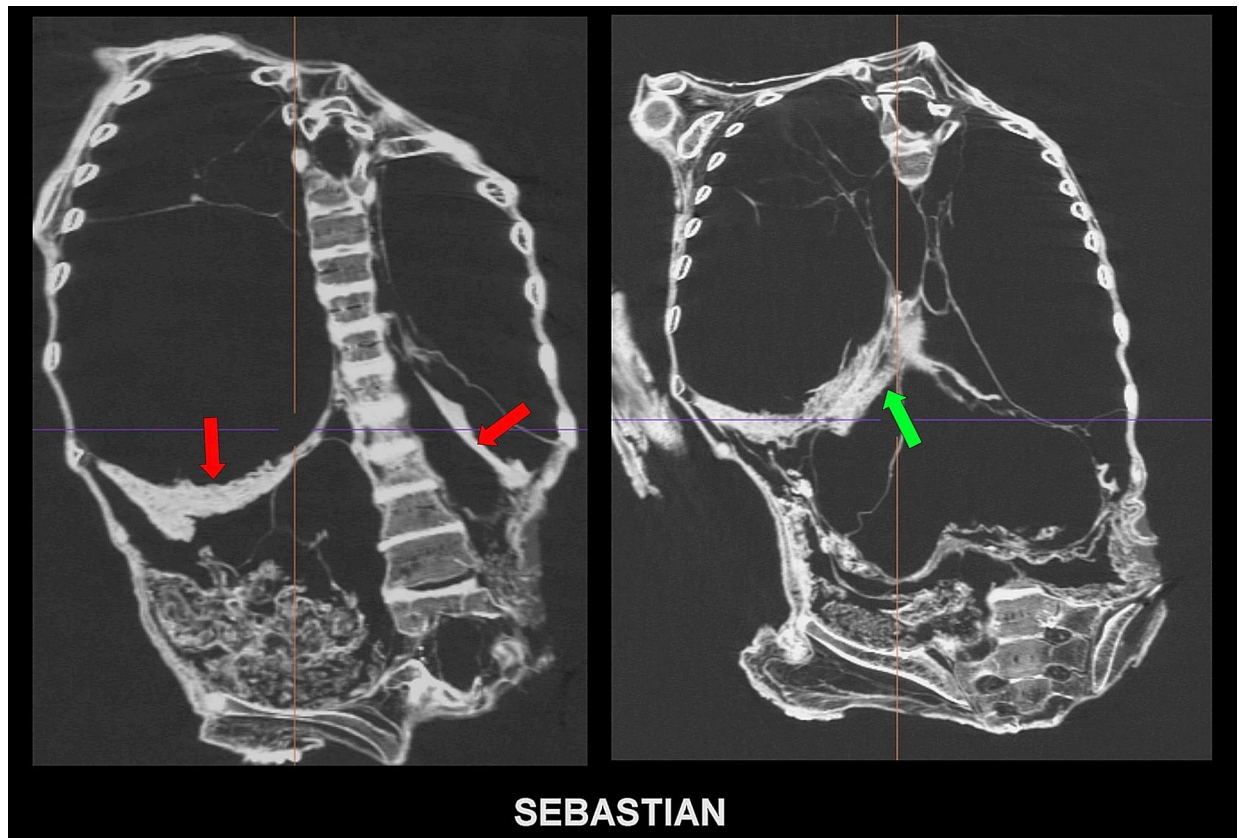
Escaneos de TC en 2D en proyecciones frontales que muestran la presencia de pulmones hiperinsuflados con hemidiafragmas deprimidos y la presencia de hemotórax bilaterales (flechas rojas). También se observó un hematoma subfrénico (flecha verde) que cruza la línea media desde el lado derecho.
